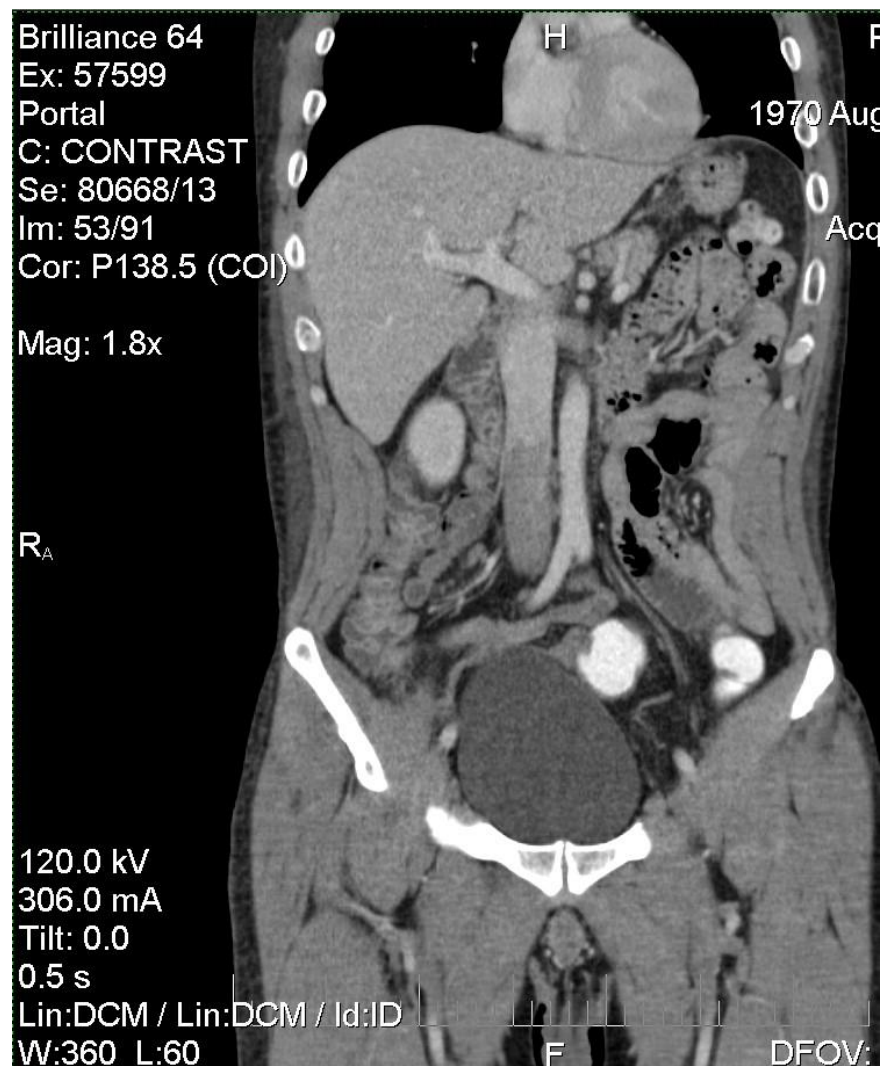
КТ венозного тромбозу інфраренального сегменту нижньої порожнистої вени
